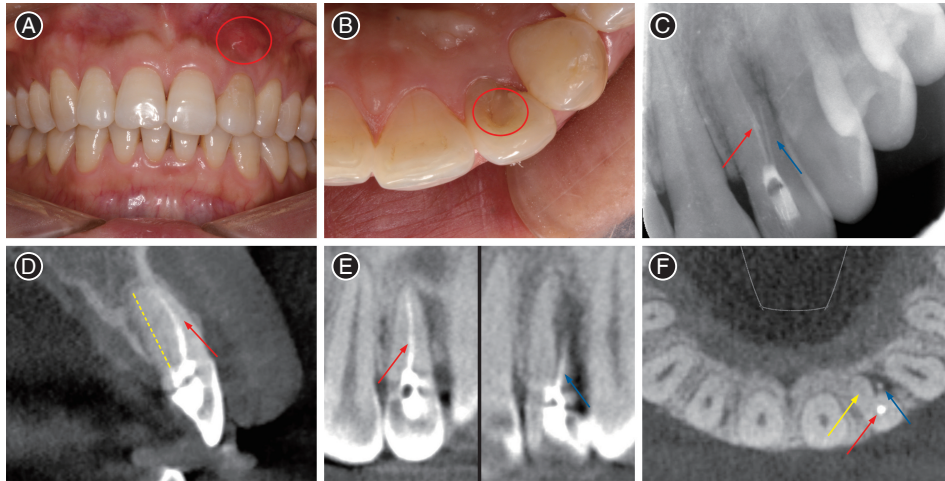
上颌侧切牙根管治疗术后腭根遗漏、钙化伴侧壁穿孔病例资料 A:22牙唇面观(红圈内为瘘管);B:22牙腭侧观(红圈内为充填树脂);C:22牙X线片;D:22牙锥形束CT(CBCT)矢状面(黄色虚线为遗漏腭根);E:22牙CBCT冠状面(左图为颊根充填影像,右图为侧穿充填影像);F:22牙CBCT横断面。红色箭头示颊根,蓝色箭头示侧穿,黄色箭头示腭根
